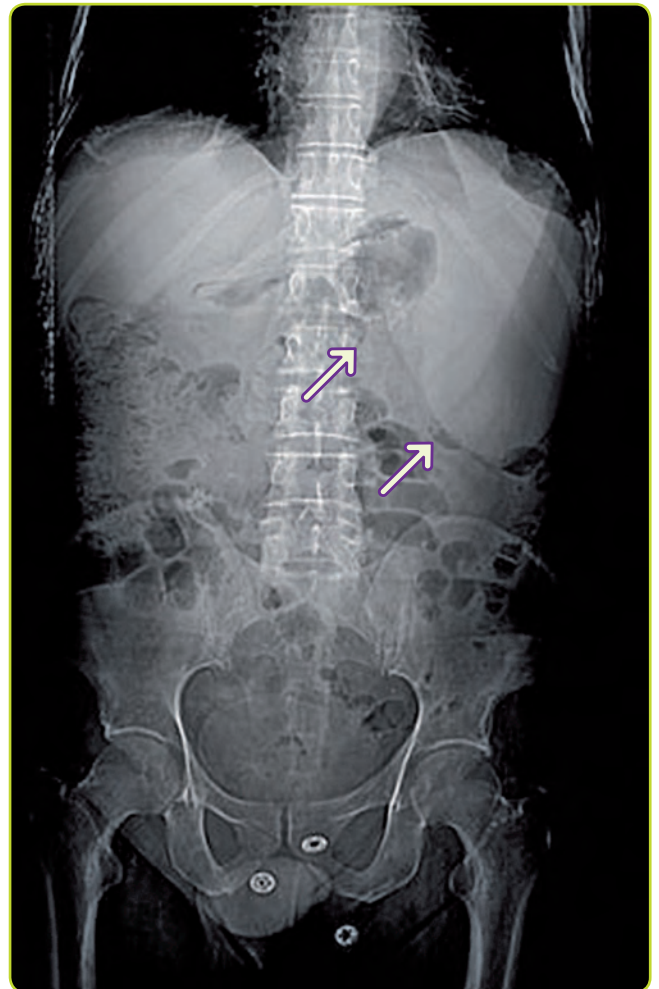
Esplenomegalia. Scout TC.
